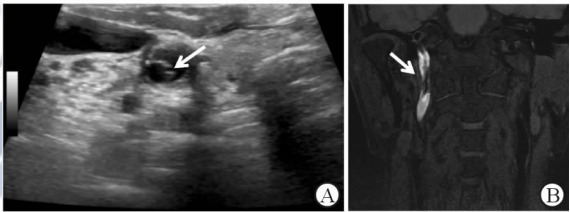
右侧颈内动脉夹层血管超声及 MRI 影像
